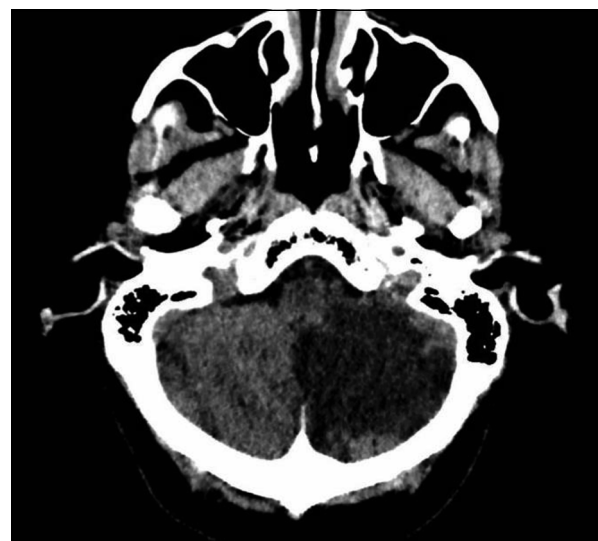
TC de cerebro: Lesión de aspecto isquémico subagudo hemisférica cerebeloso inferior izquierdo.
